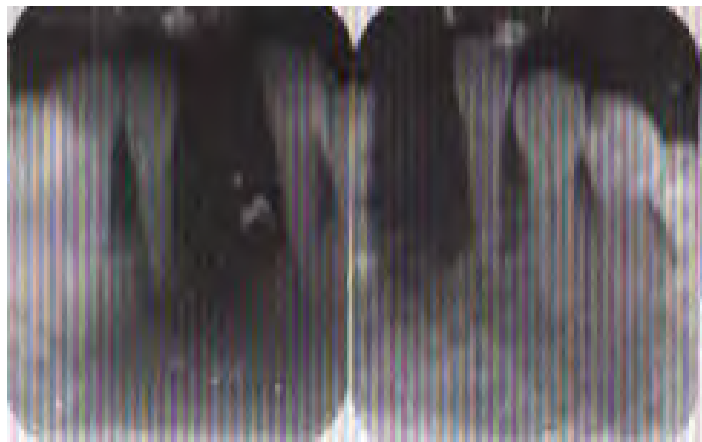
Radiografías de dientes 32 y 41. Fuente propia
